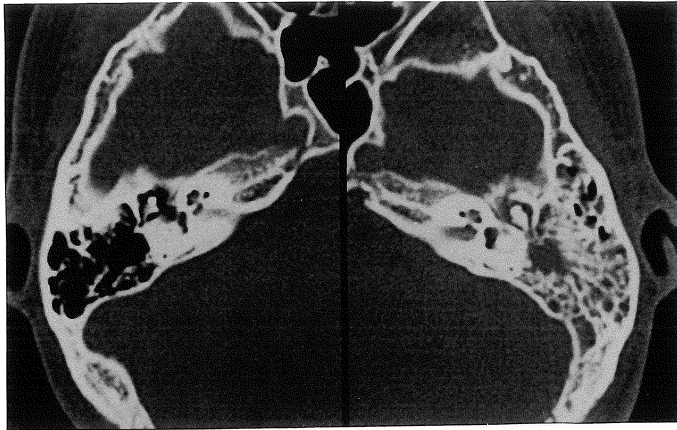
CT of the temporal bone. Axial 2-mm-thick bone-algorithm CT. A soft tissue density is occupying in the left mastoid air cells and the middle ear cavity. No bony destruction is seen in the temporal bone.
